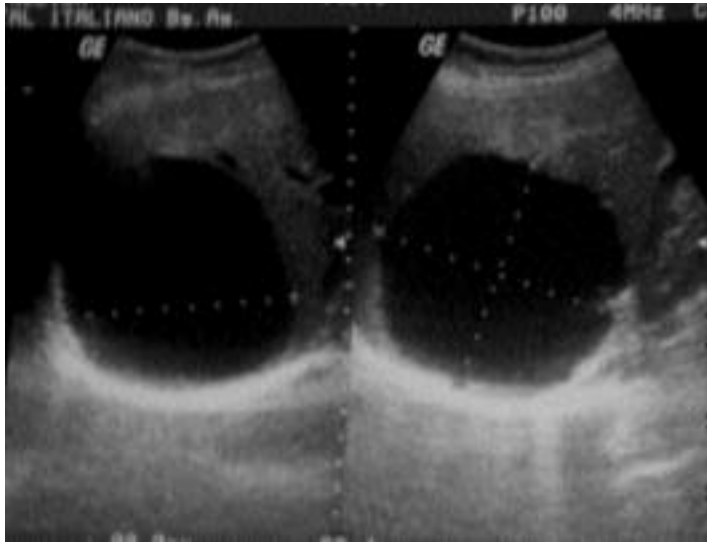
Ecografía Quiste hepático.
